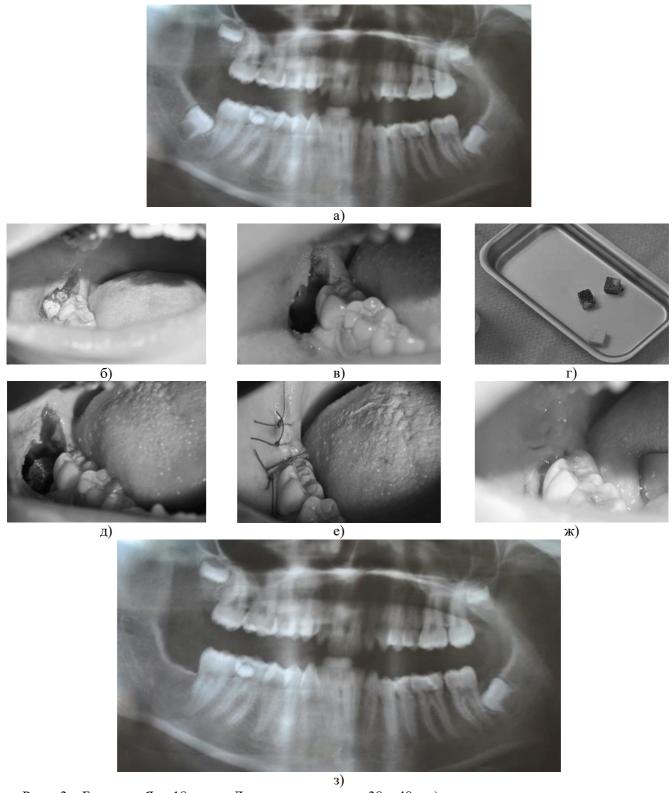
Больная Я., 18 лет. Диагноз: ретенция 38, 48: а) ортопантомограмма пациентки до хирургического вмешательства; б) выполнен разрез слизисто-надкостничного лоскута для удаления 48; в) 48 зуб удален; г) подготовка блоков костно-пластического материала; д) блоки введены в послеоперационную костную полость после удаления 48 зуба; е) операционная рана после завершения хирургического вмешательства наглухо ушита; ж) после снятия швов; з) контрольная ортопантомограмма пациентки через 2 месяца.
